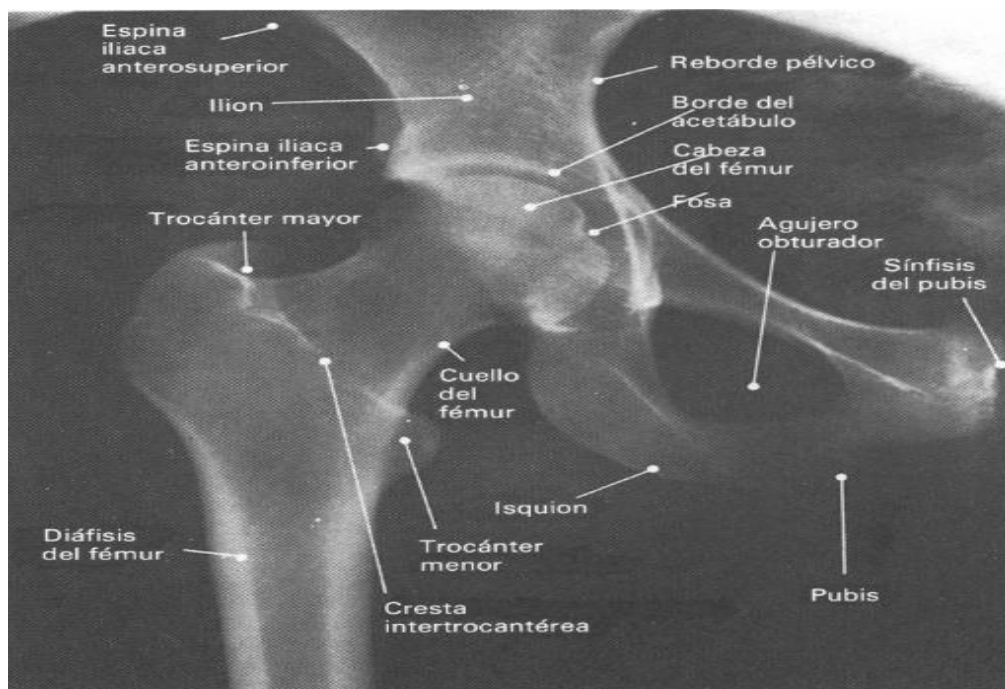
Radiografía de cadera, Fuente: (TSID.net, 2012).
